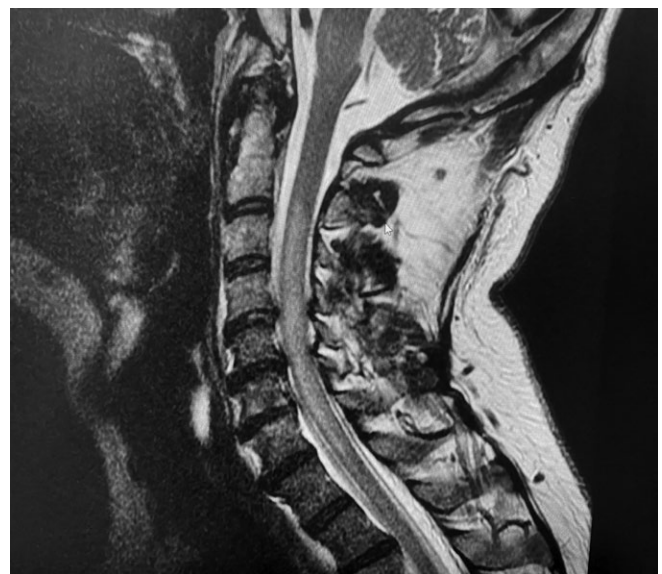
Ponderação T2 da ressonância magnética inicial.
